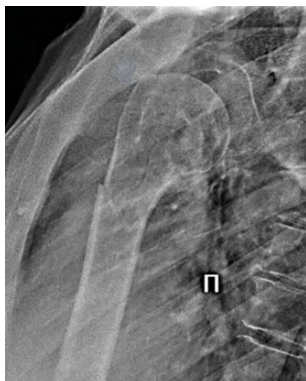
Рентгенограмма правого плечевого сустава. Правая боковая (трансторакальная) проекция (метод Лоуренса)
